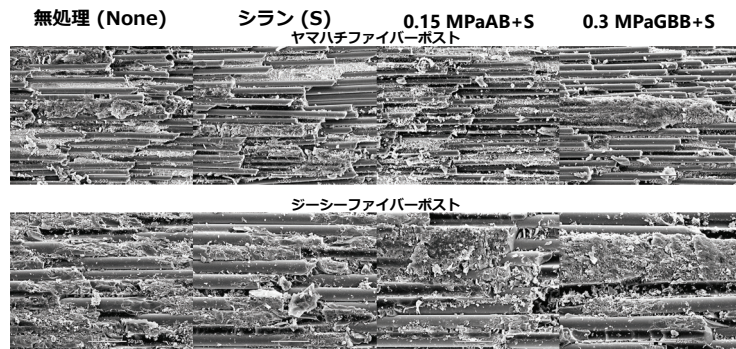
引張接着試験後 (TC10,000) のファイバーポスト表面のSEM像
